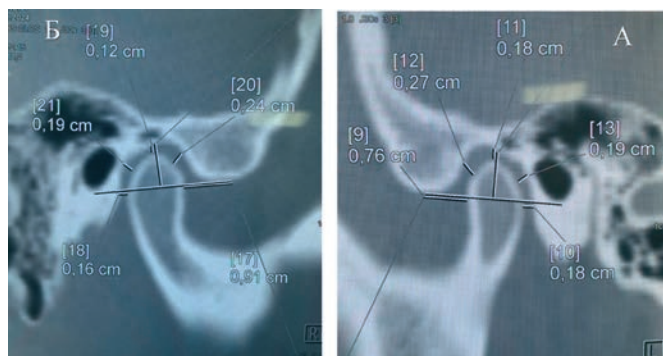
Компьютерная томограмма пациентки С., 38 лет, в сагиттальной плоскости: а – суставные головки нижней челюсти слева, б – справа
